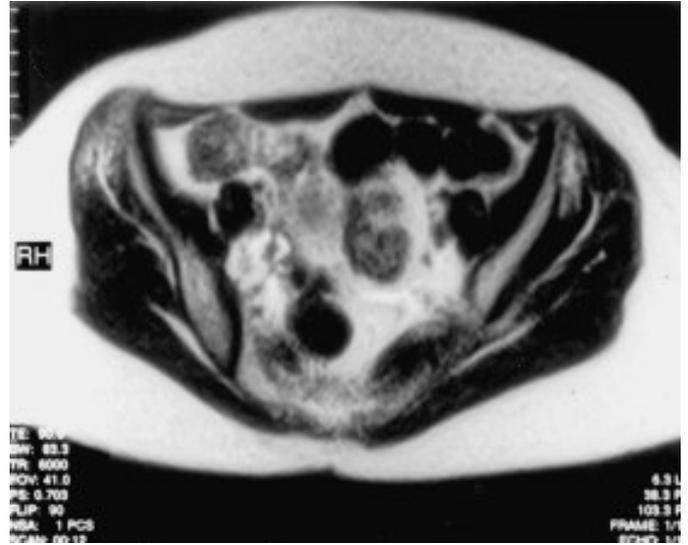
RM Addome-Pelvi: Vedi descrizione nel testo.
